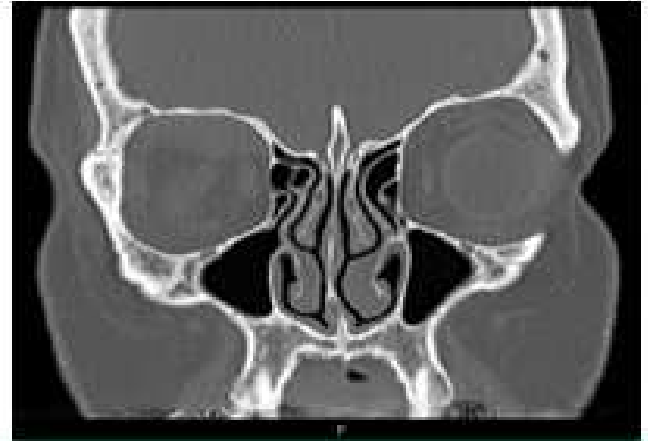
Tomografía axial computarizada de senos paranasales y órbita. Se observa lesión en región de músculo recto superior derecho (flechas).
